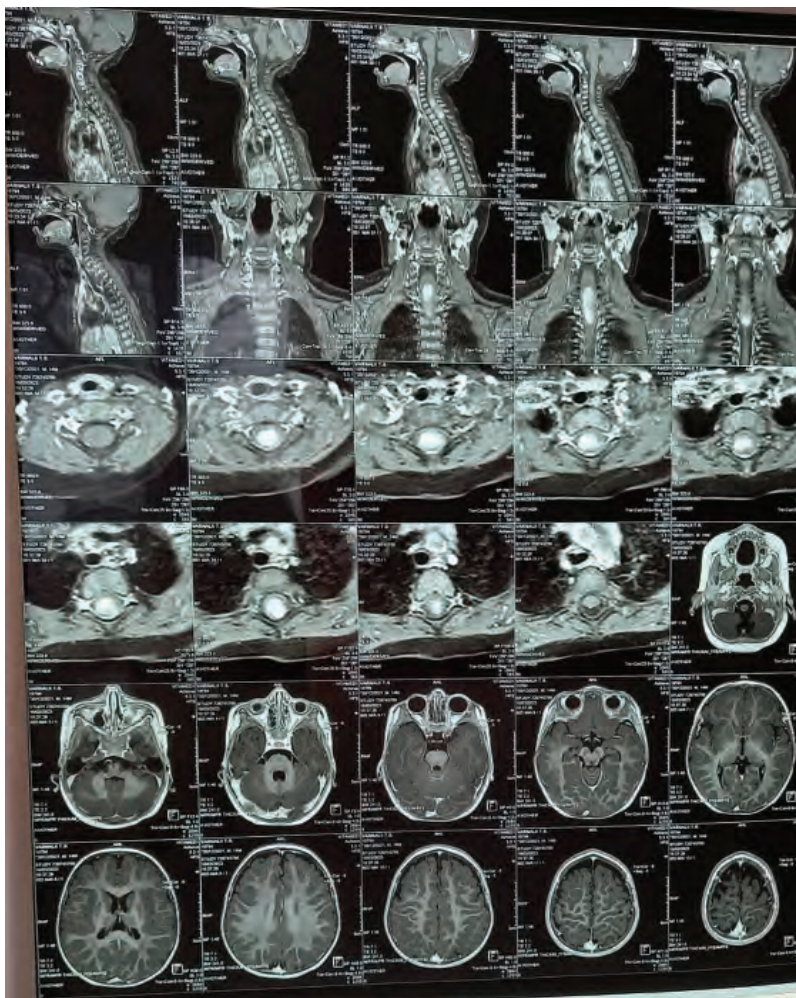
Магнітно-резонансна томограма шийного та грудного відділів хребта.
